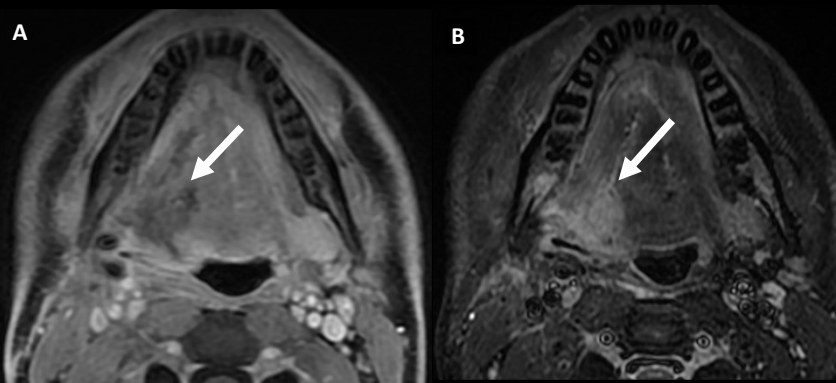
Paciente con carcinoma escamocelular de margen derecho de lengua, tratado con cirugía y radioterapia adyuvante. Estudio de RM realizado 6 meses después del tratamiento. Se observa un área hiperintensa en margen posterior de hemilengua derecha en secuencias potenciadas en STIR (flecha, imagen B), que muestra señal grasa sin realce en las secuencias realizadas tras la administración de contraste (flecha, imagen A).
